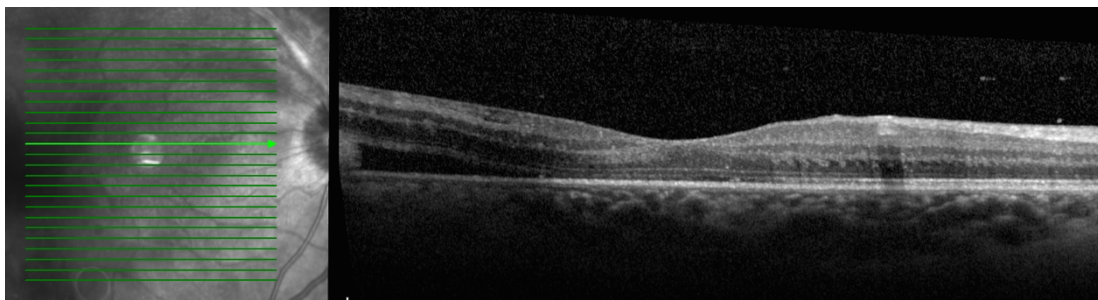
Tomografia de coerência ótica do olho direito. Descolamento neurosensorial temporal.
